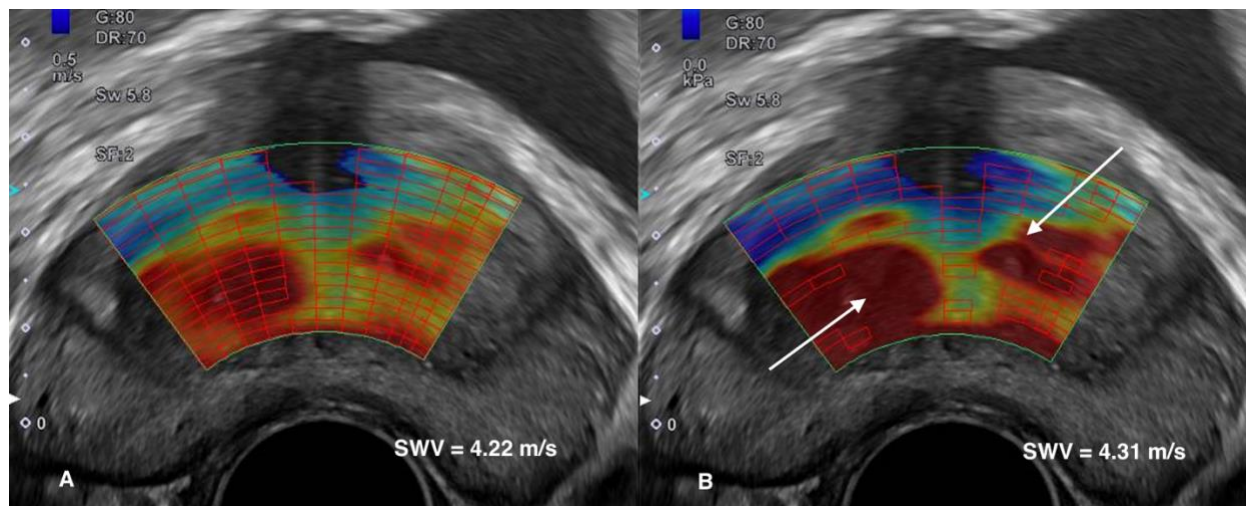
Imagens de elastografia por ultrassonografia do mesmo paciente, em diferentes planos axiais ao nível do terço médio da zona transicional. Em B, são observadas áreas de perda de medida elastográfica (áreas não quadriculadas, setas). O SWV, neste caso, foi extraído do mapa elastográfico demonstrado em A.
